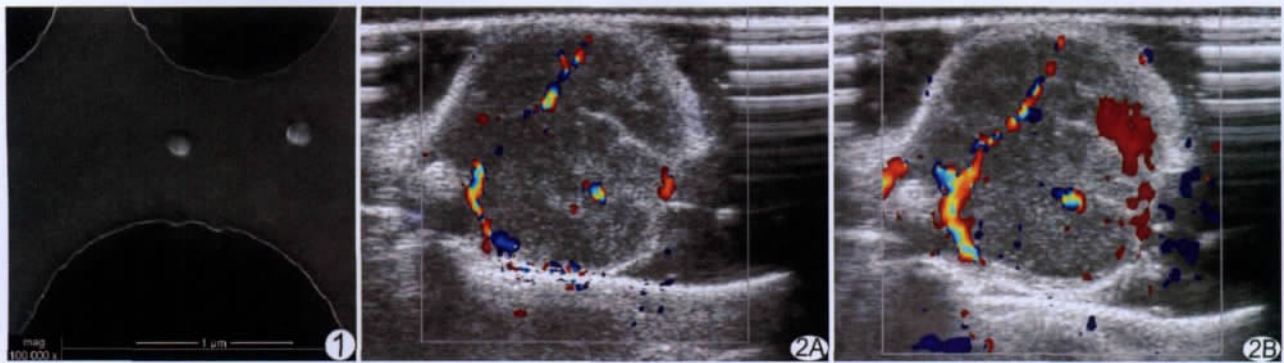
多西他赛纳米粒扫描电镜图($\times 100\ 000$) 图 2 超声辐照前后肿瘤血流丰富程度比较 A. 辐照前; B. 辐照后
